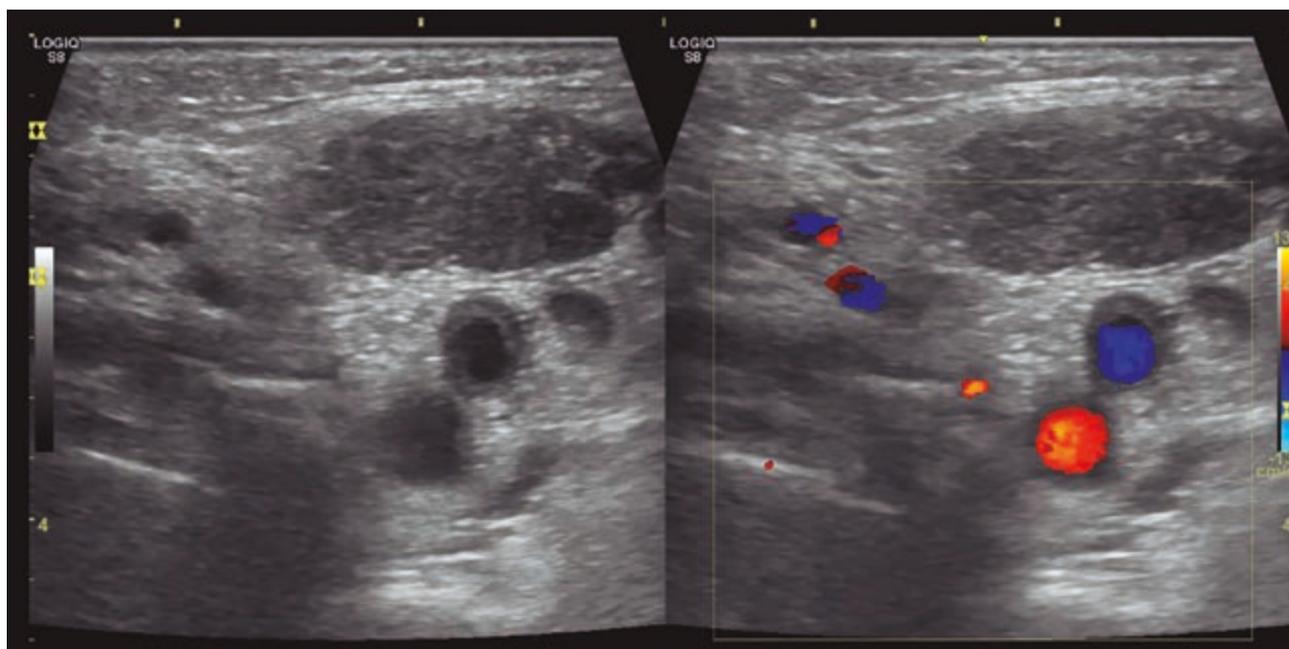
Ecografía realizada en el Hospital de Fuenlabrada donde se observa una lesión compatible con absceso y vasos permeables.
